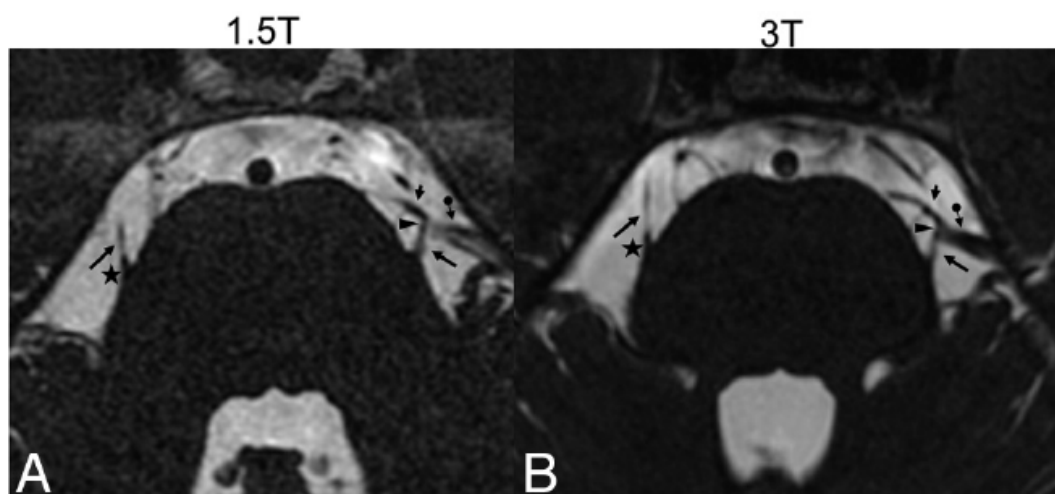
IRM encéphalique coupes axiales, séquence 3D-CISS à 1,5T (A) et 3T (B) d'un patient avec névralgie trigéminal gauche objectivant un contact (pointe de flèche) entre le trijumeau (grande flèche), une veine (flèche-point) et une petite artère (petite flèche) à une distance de la TREZ (étoile, représentée sur le trijumeau controlatéral). La proximité entre le nerf et l'artère est visible en 1,5T et 3T mais le contact direct est bien visualisé en 3T alors qu'il est seulement suspecté en 1,5T [43].
